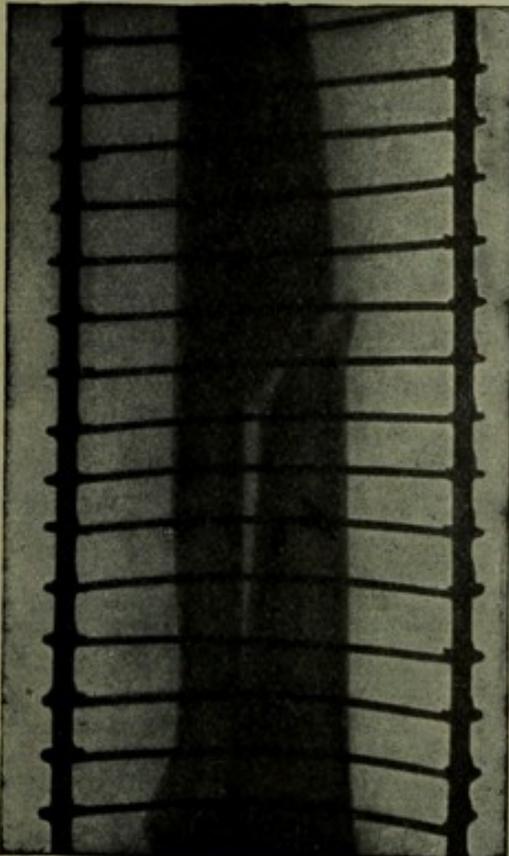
Isolierte Fraktur der Radiusdiaphyse. Das Röntgenbild ist vor Abnahme des Verbandes hergestellt, daher die Cramer'sche Schiene zu sehen.
